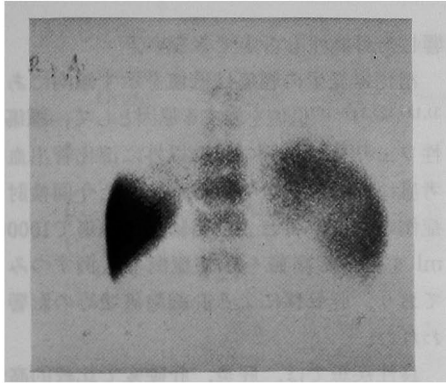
Liver scintigraphy by $^{99m}\text{Tc-Sn}$ colloid (posterior view)
